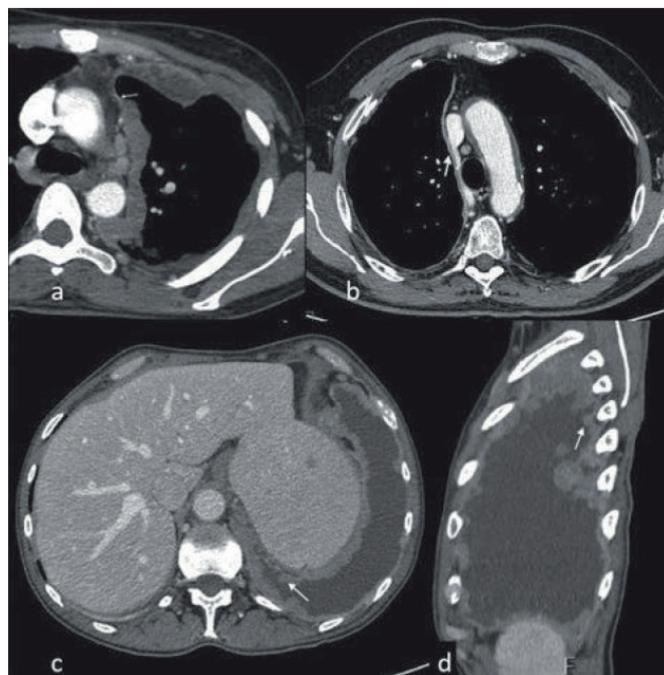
Tomografia computadorizada com contraste: a) evidencia espessamento pleural circunferencial; b) diminuição do volume ipsilateral com espessamento pleural; c) e d) espessamento pleural extenso com derrame pleural.
